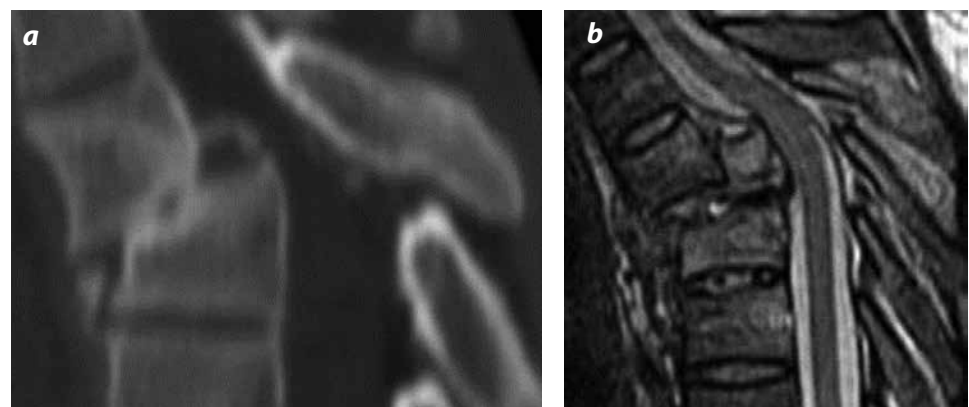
a y b). Fractura B.1.2. Lesión ligamentaria posterior con fractura tipo A en cortes sagitales por TC y RM, respectivamente
